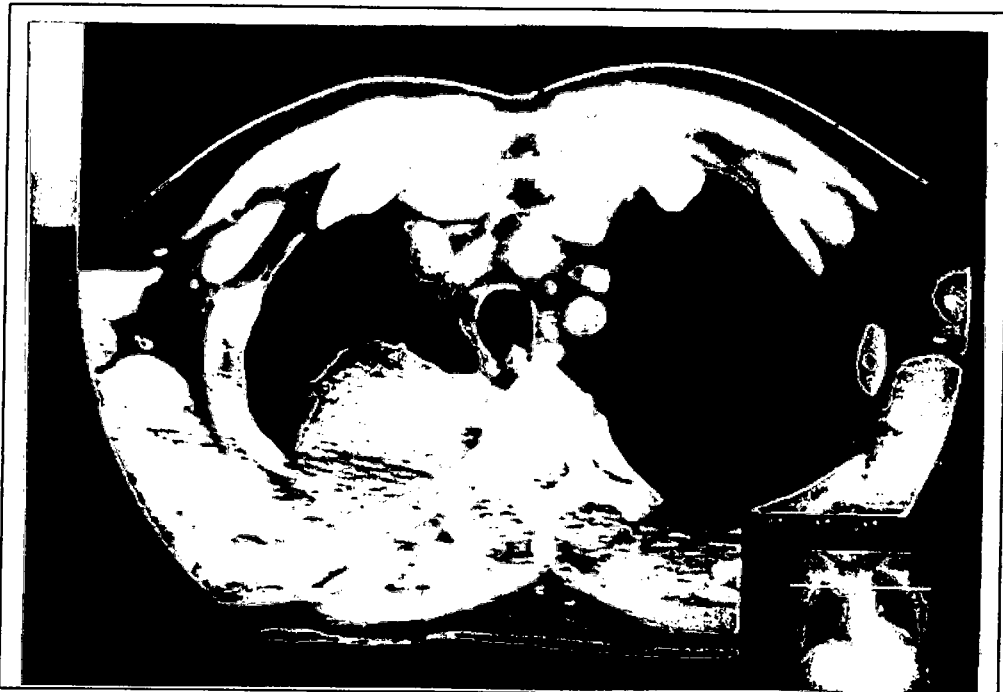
Foto ilustrativa de corte de janela de mediastino de tomografia computadorizada de tórax mostrando a relação da massa de lobo superior direito com estruturas mediastinais.
